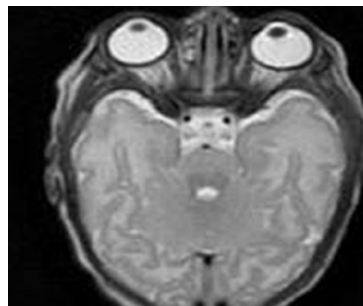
МРТ головного ребенка (клиническое наблюдение № 1), ВИ T2, аксиальный срез, определяется наружная гидроцефалия по атрофическому типу
